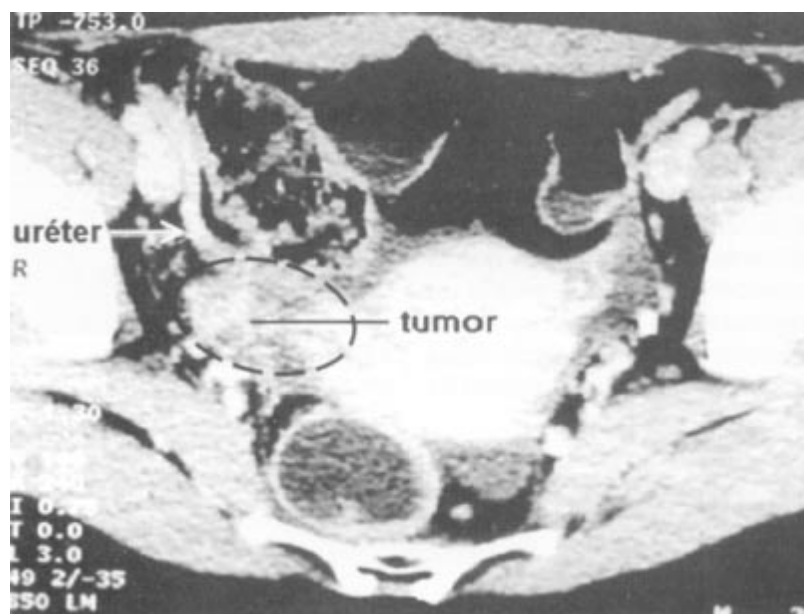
Tomografía axial computada que muestra un corte transversal de la pelvis donde se aprecia el trayecto ureteral derecho intra-ilíaco y su relación con el tumor pélvico de 7 cm de diámetro con densidad heterogénea que refuerza con medio de contraste y desplaza al útero con los vasos hipogástricos derechos.
